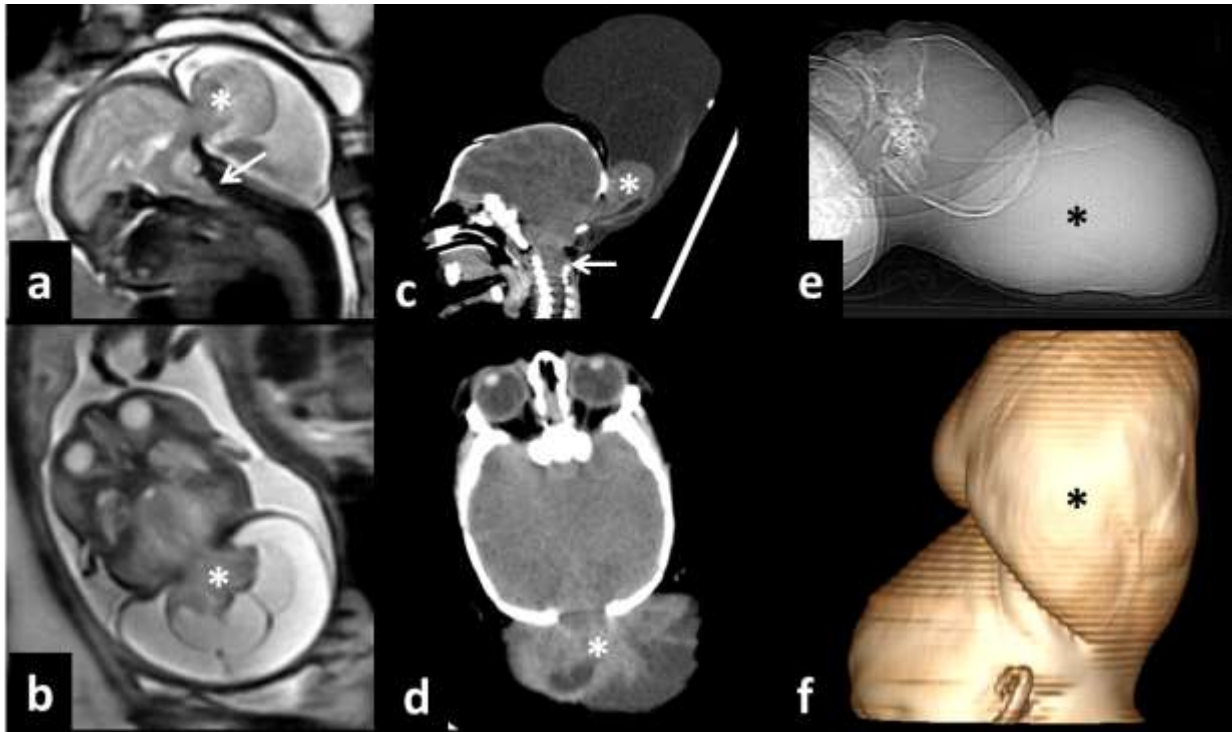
Valor adicional de la RMf. Feto femenino, a las 28 semanas en US se reconoce un encefalocele occipital. En RMf, a las 30 semanas, se observa encefalocele occipital (asterisco) y herniación de las amígdalas cerebelosas (fechas) a través del foramen magnum por malformación de Chiari tipo III. TC postnatal en el primer día de vida donde se confirman los hallazgos. Imágenes de RMf en a) sagital y b) axial. Imágenes de TC postnatal en c) sagital, d) axial, f) radiografía digital obtenida en TC de perfil del cráneo y g) reconstrucción 3D con vista lateral.
